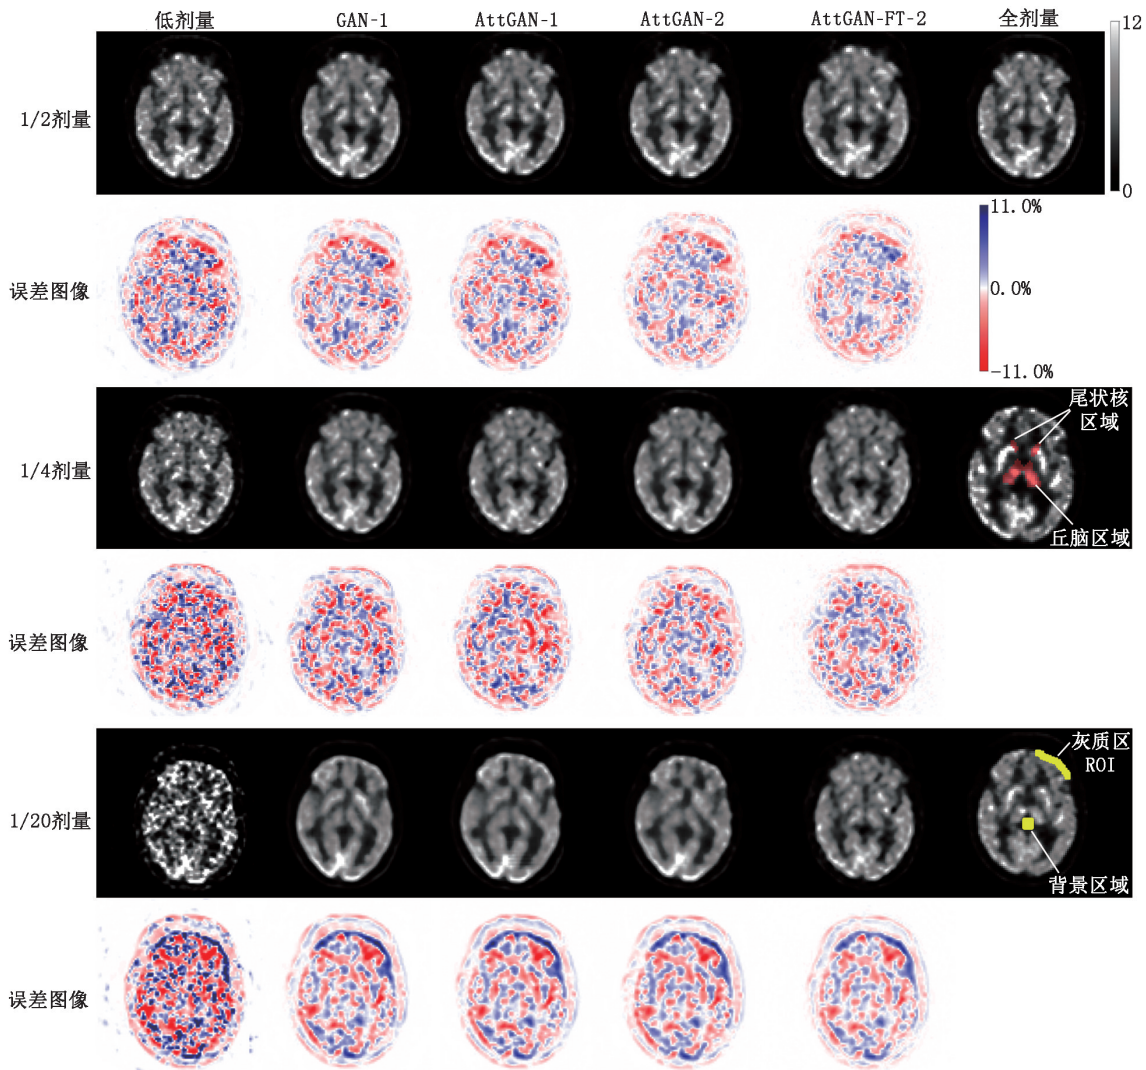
对同一患者基于不同深度学习模型的各剂量降噪图像及与全剂量图像对比的误差图像。全剂量 PET 图像上红色掩膜标出了用于计算 SUV 误差的特选脑区,黄色掩膜标出了用于计算对比度噪声比(CNR)的区域;GAN 为生成对抗网络,AttGAN-1 为单模态注意力 GAN,AttGAN-2 为双模态注意力 GAN,AttGAN-FS-2 为频双模态注意力 GAN
